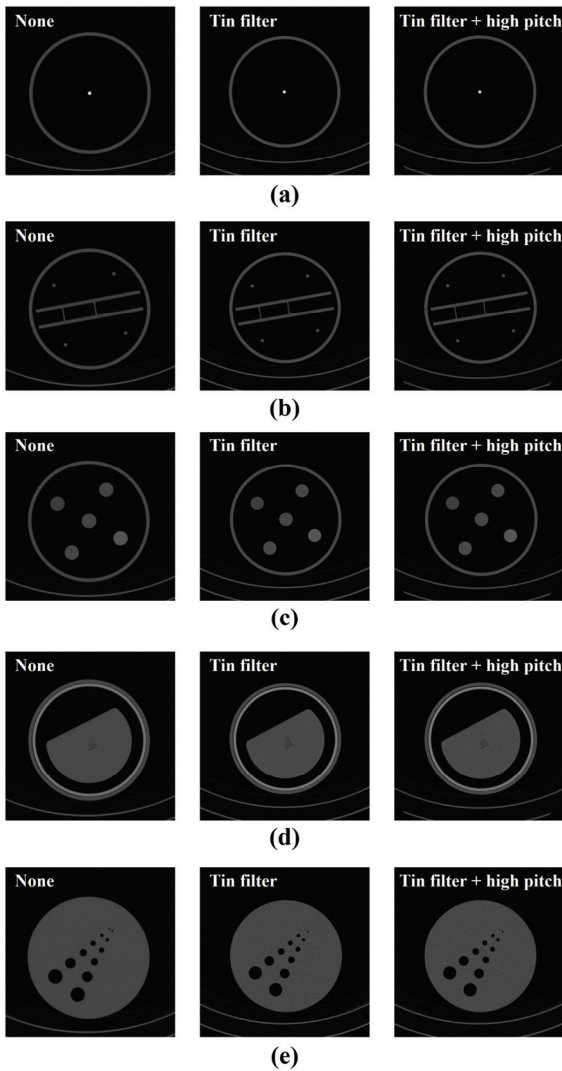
Acquired CT image with AAPM phantom area using (a) uniformity, (b) slice thickness, (c) linearity, (d) spatial resolution, and (e) contrast resolution measurements as function of imaging method including tin filter + high pitch condition.
